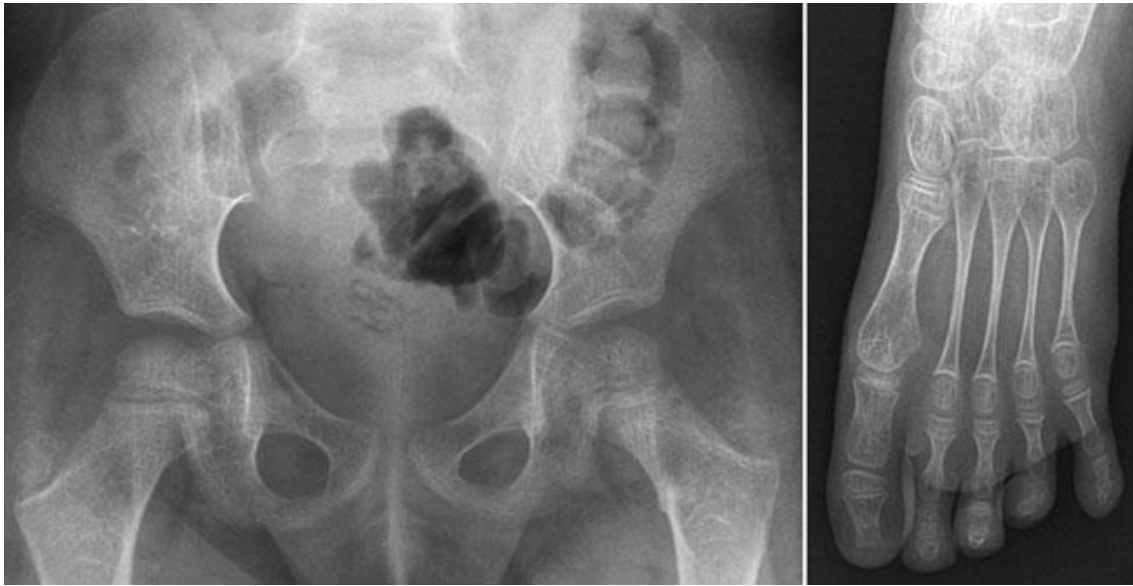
Radiografia ântero-posterior da pelve e pé de uma criança com OI, mostram osteopenia grave e difusa com afinamento proeminente dos ossos metatarsos. (20)
